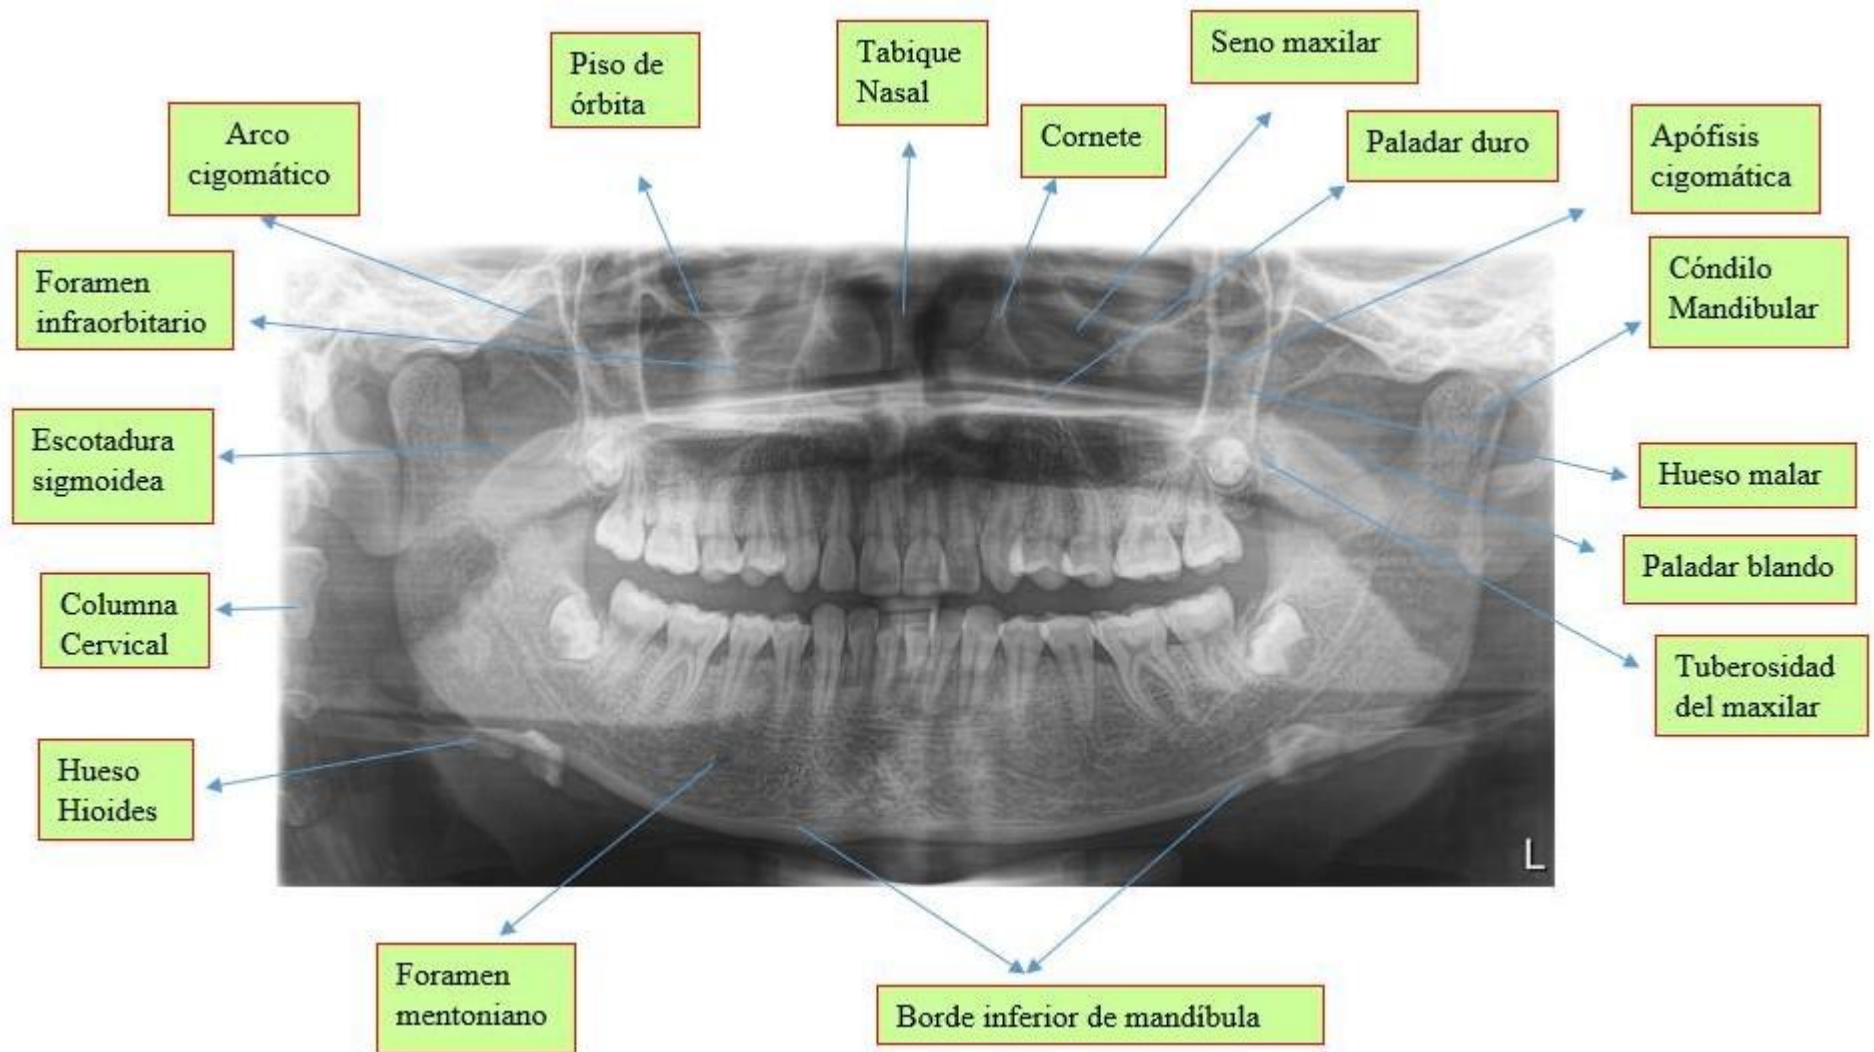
Ortopantomografía
